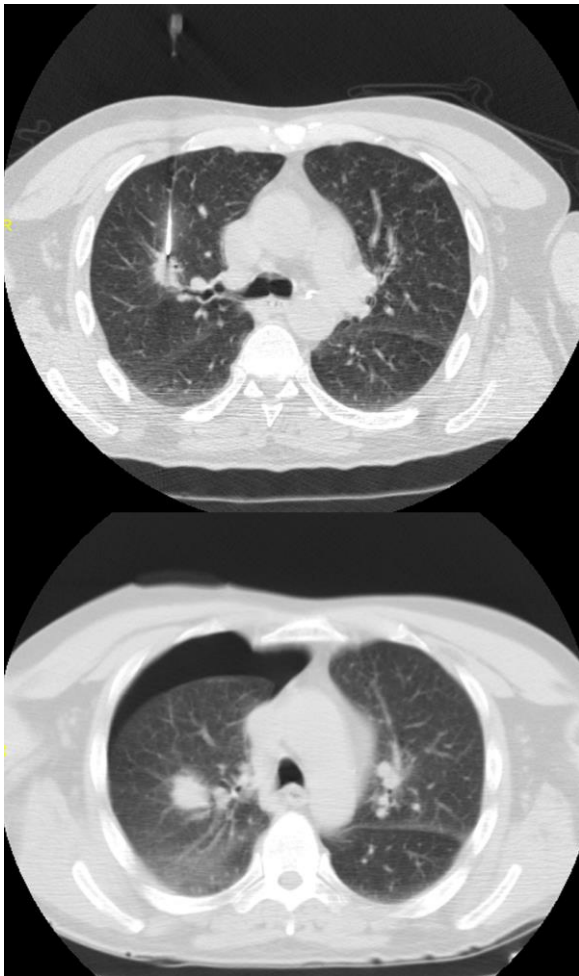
En la imagen superior se observa la realización de una biopsia de pulmón guiada por TC. Tras la intervención se produjo un neumotórax de tamaño considerable que puede observarse en la imagen inferior
